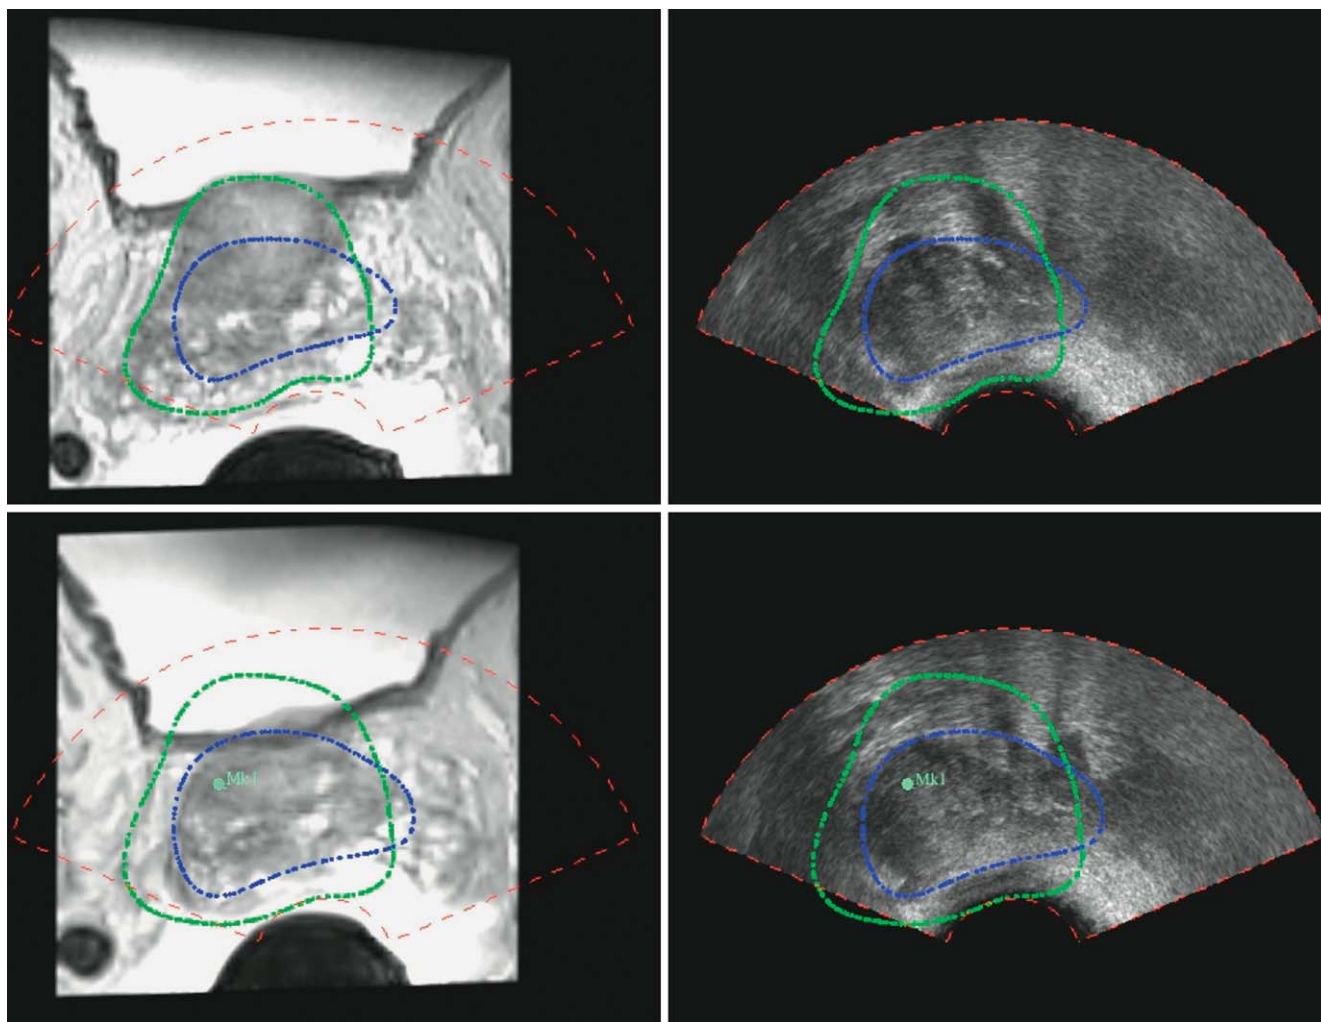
MRT/real-time TRUS-Fusion: Links oben zeigt die grüne Linie die Kontur der Prostata im MRT an. Rechts oben gibt die blaue Linie die Kontur der Prostata im real-time TRUS an. Da während der Fusionsbiopsie nur der Ultraschall zur Anwendung kommt, muss mit einer Software die Fläche mit der grünen Umrandung (links oben) in die Fläche mit der blauen Umrandung hineinfusioniert werden. Nach dieser Fusion liegt nun die „grüne Fläche“ in der „blauen Fläche“ (Bild unten links).
